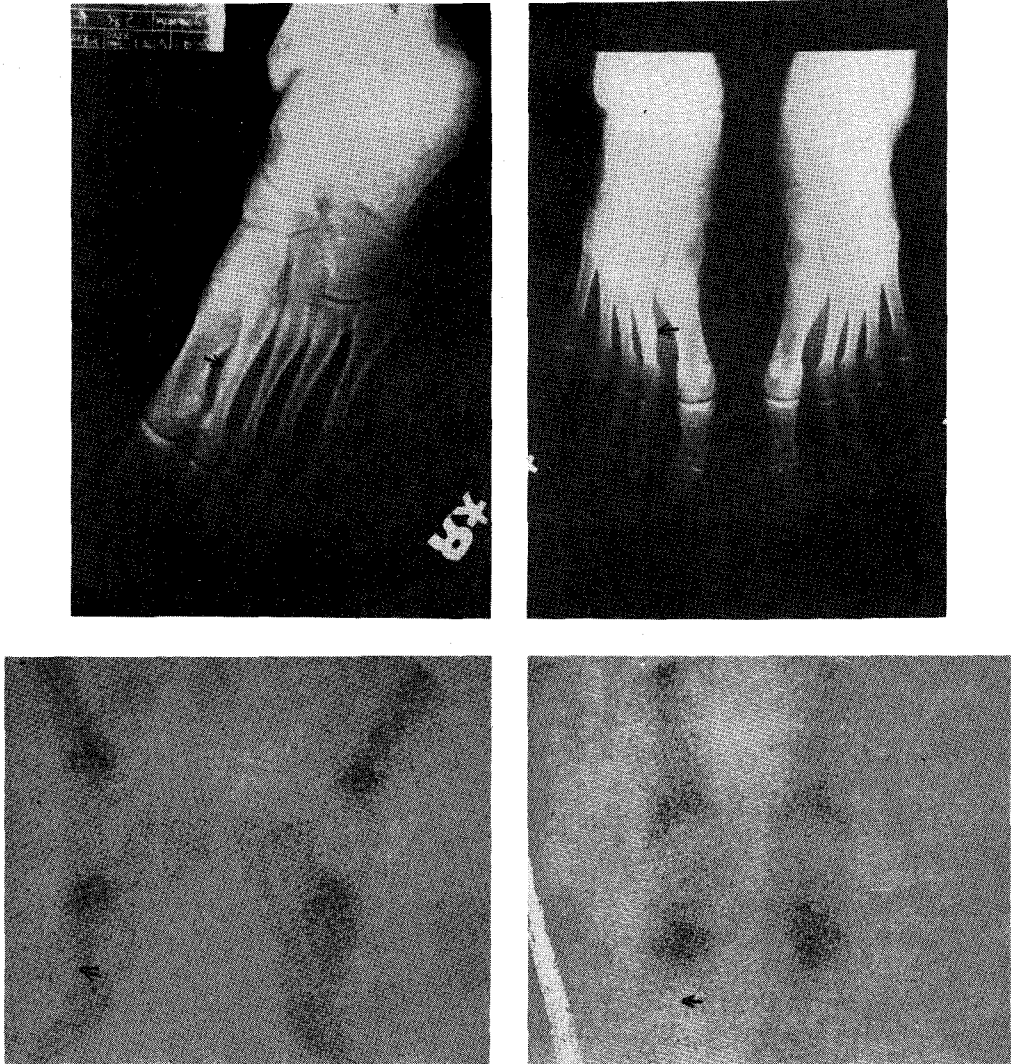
A) Initial X-ray film showing thickening of the right 2nd metatarsal bone (arrow).
